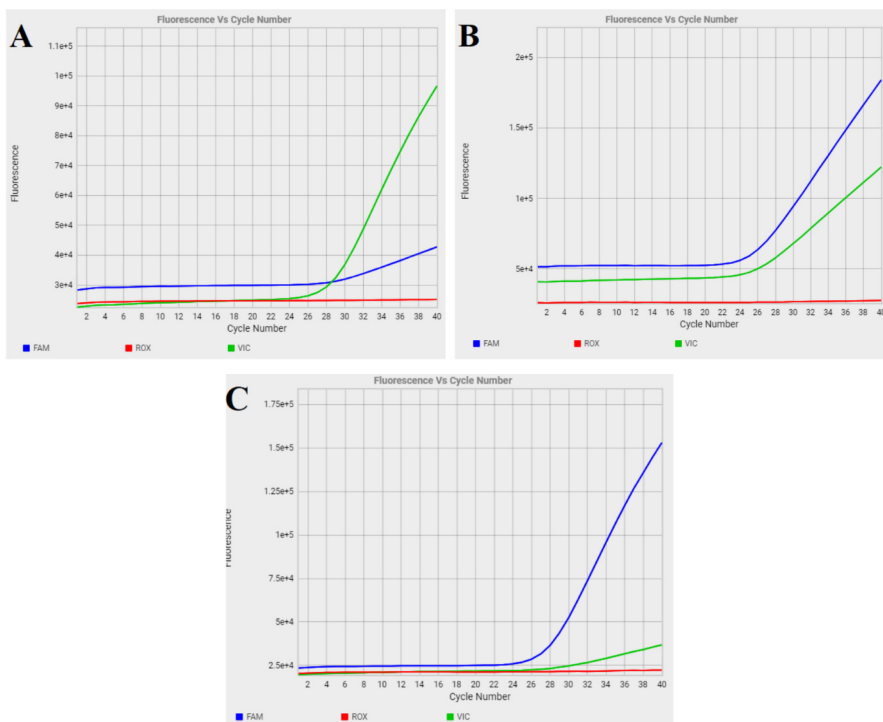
Quantitative PCR amplification of the CC, CT, and TT genotypes of *ACTN3* rs1815739 polymorphism. FAM indicates the T (X) allele (blue curve), whereas VIC (green curve) indicates the C (R) allele. (A) The single blue curve indicates the homozygous genotype of CC (RR) whereas (B) the blue and green curves indicate the heterozygous genotype of CT (RX) and the single green curve indicates the homozygous genotype of TT (XX).
